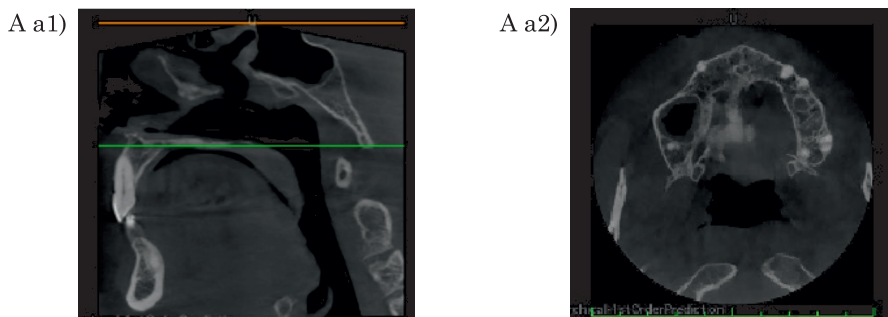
uzyskany w badaniu CBCT urządzeniem Carestream CS 9600 3D pozwala spojrzeć na układ języka w pozycji spoczynkowej z różnych perspektyw (dalej odpowiednio: A – horyzontalnej, B – strzałkowej, C – czołowej) w dowolnie wybranym miejscu jamy ustnej. Do analiz wybrano charakterystyczne punkty masy języka tworzące, opisywane przez Engelkego i in. (2011), strefy różnicowania ciśnień w układzie stomatognatycznym. Dzięki uzyskanym obrazom, charakteryzującym się różnicowaniem struktur tkanekowych, możliwe było opisanie układu masy języka w relacji do podniebienia i łuków zębowych w funkcji spoczynkowej.
